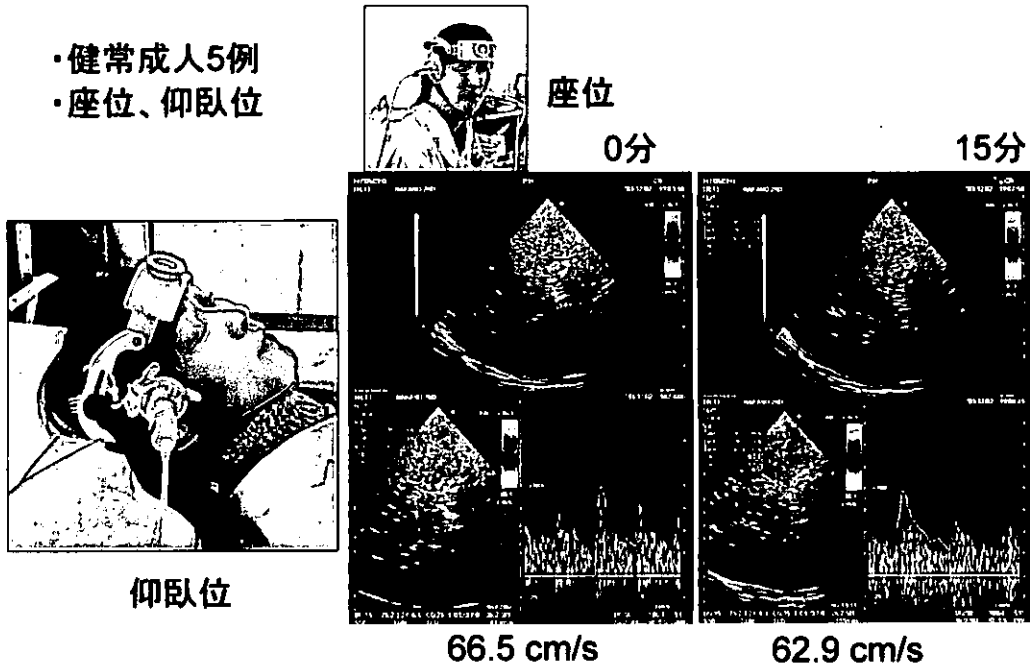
プローブ固定具を用いて TC-CFI 像を捕捉した。症例 5 例。
